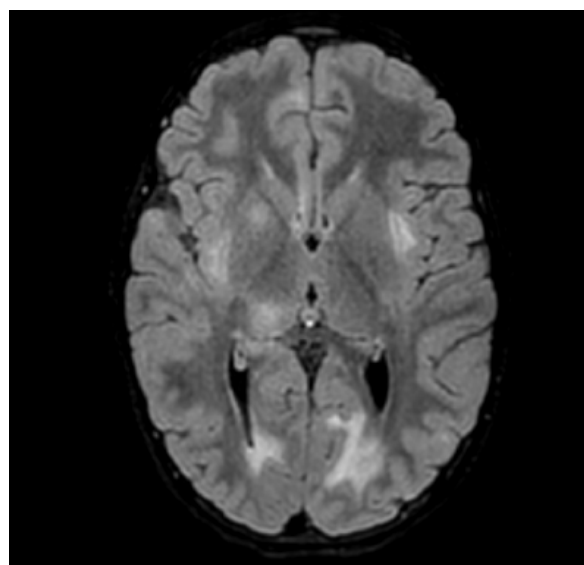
Corte de RMN de SNC realizada al 3º día de ingreso en la que se objetivan múltiples lesiones
